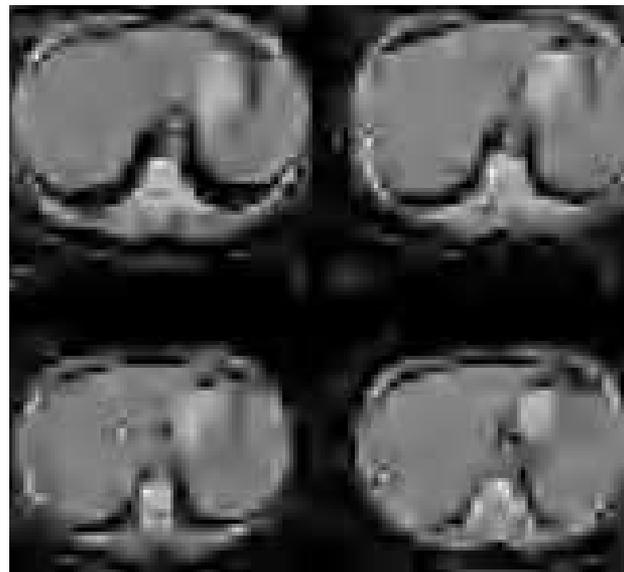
Tomografía computarizada (TC) abdominal del caso 5 antes de ser sometida a resección pancreática y trasplante hepático. Se aprecia una gran masa tumoral en la cola del páncreas adyacente al bazo (flecha), y el hígado con múltiples LOE sugestivas de metástasis múltiples bilobares (puntas de flecha).
